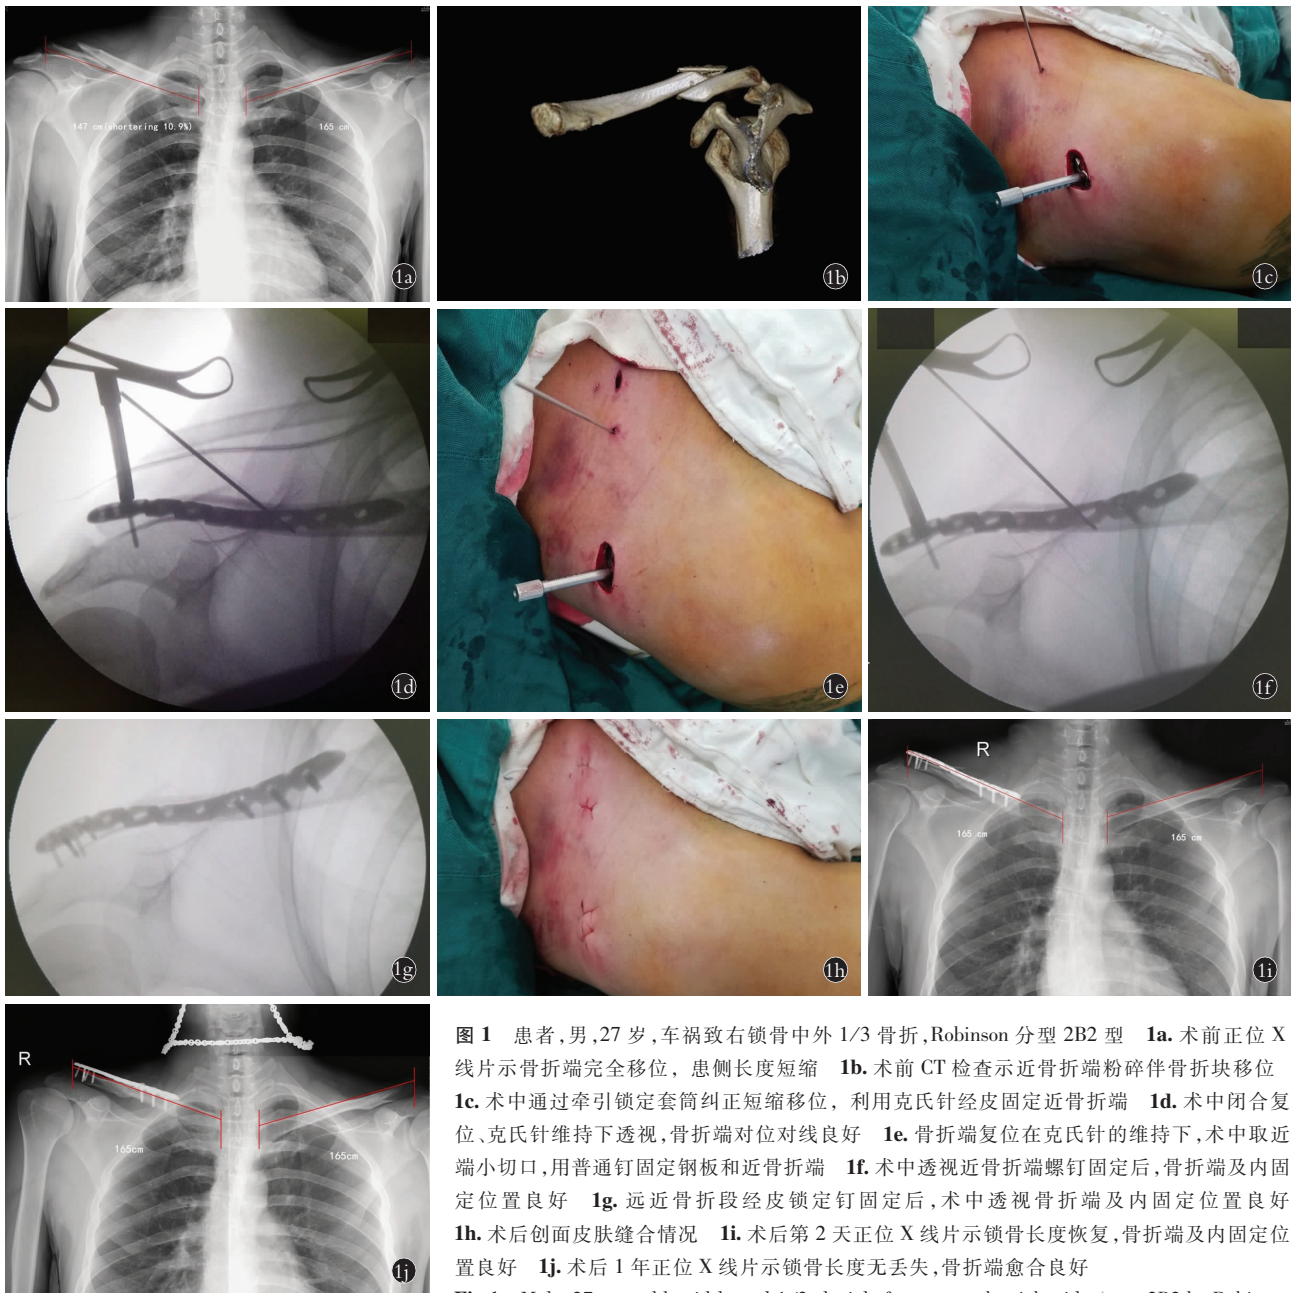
患者,男,27 岁,车祸致右锁骨中外 1/3 骨折,Robinson 分型 2B2 型 1a. 术前正位 X 线片示骨折端完全移位,患侧长度短缩 1b. 术前 CT 检查示近骨折端粉碎伴骨折块移位 1c. 术中通过牵引锁定套筒纠正短缩移位,利用克氏针经皮固定近骨折端 1d. 术中闭合复位、克氏针维持下透视,骨折端对位对线良好 1e. 骨折端复位在克氏针的维持下,术中取近端小切口,用普通钉固定钢板和近骨折端 1f. 术中透视近骨折端螺钉固定后,骨折端及内固定位置良好 1g. 远近骨折段经皮锁定钉固定后,术中透视骨折端及内固定位置良好 1h. 术后创面皮肤缝合情况 1i. 术后第 2 天正位 X 线片示锁骨长度恢复,骨折端及内固定位置良好 1j. 术后 1 年正位 X 线片示锁骨长度无丢失,骨折端愈合良好
